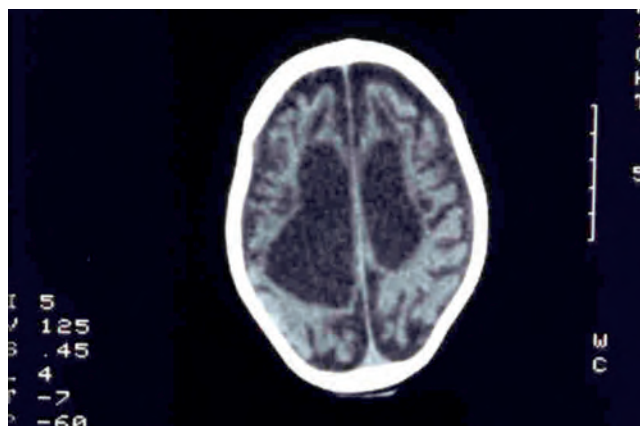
TC craneal con atrofia cortical, subcortical y lesiones en sustancia blanca.
